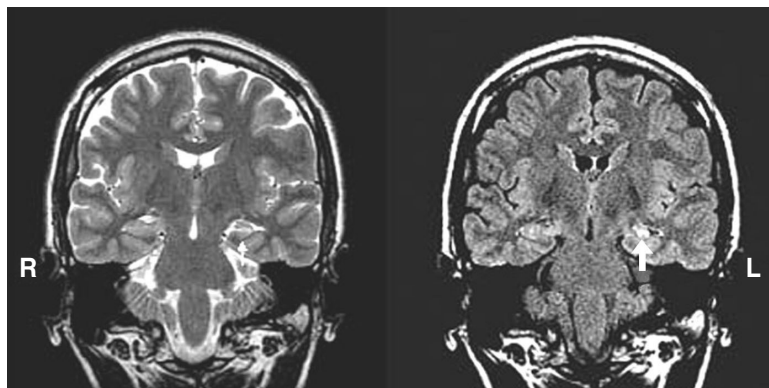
Left hippocampal sclerosis. T2 weighted (left) and fluid attenuated inversion recovery (FLAIR, right) MR images show decreased volume and increased signal in left hippocampus (arrow) in a patient with left mesial temporal lobe epilepsy. MRI images were obtained from Samsung Medical Center.
